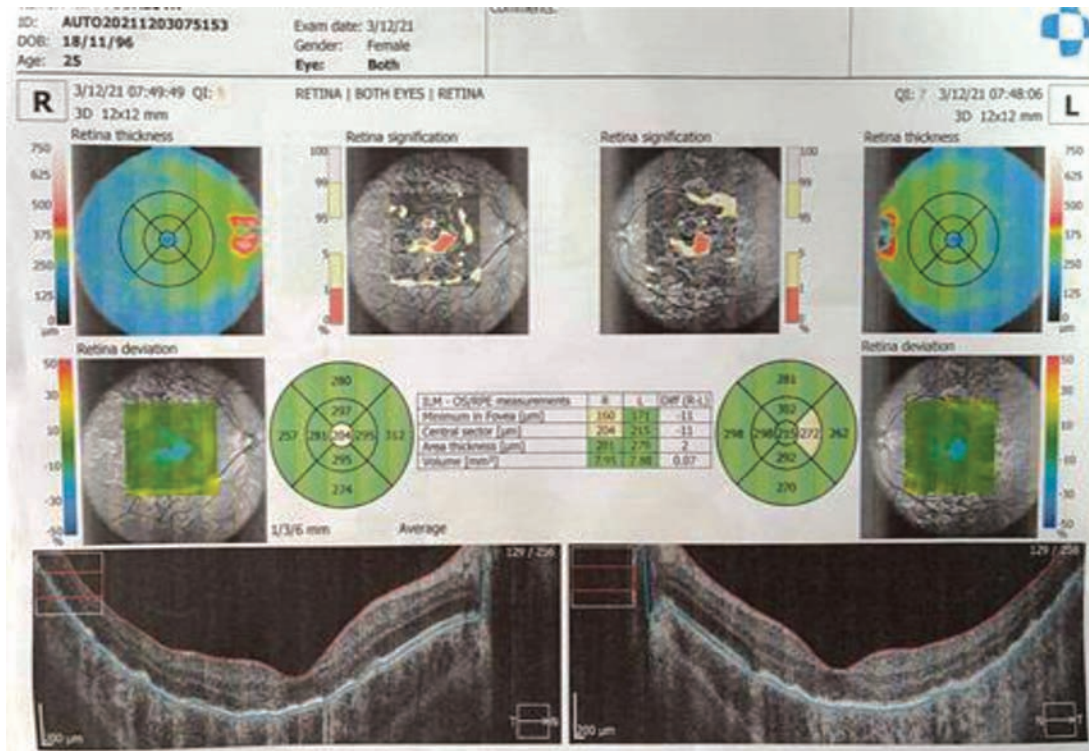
Optical coherence tomography of the macular zone of both eyes of the patient before treatment.
